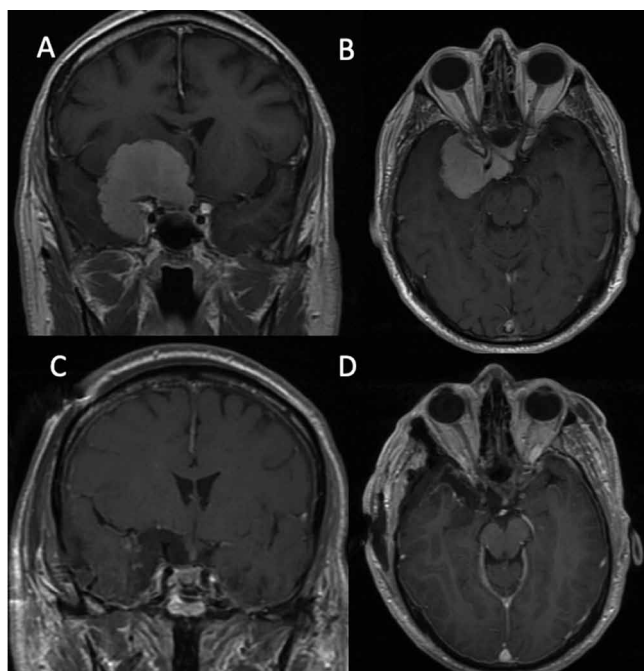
МР-томограммы пациента с менингиомой крыльев основной кости и ПНО, оперированный правосторонним орбитозигматическим доступом. А — коронарная проекция до операции, В — аксиальная проекция до операции, С — коронарная проекция после операции, D — аксиальная проекция после операции
